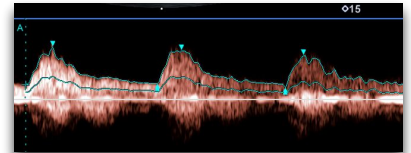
Evaluación por ecografía Doppler y arteriografía de la arteria renal del injerto. (A) Ecografía Doppler con patrón parvus et tardus, sugestivo de estenosis arterial proximal. (B) Arteriografía que demuestra estenosis de la arteria renal.
